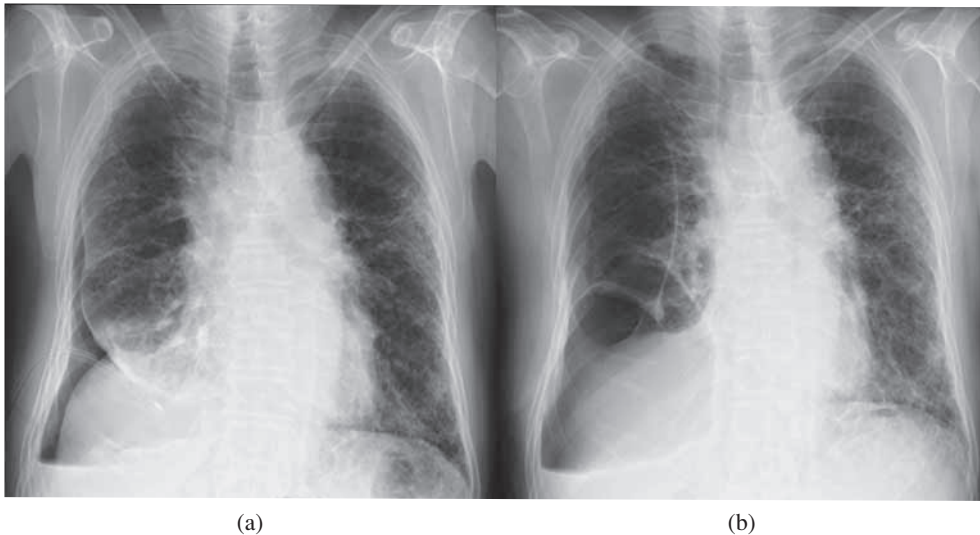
(a) Chest X-ray of the day before surgery showing collapsed right lung despite the continuation of drainage. (b) After surgery 34 days, chest X-ray after postoperative empyema healing showing collapsed right lung.
